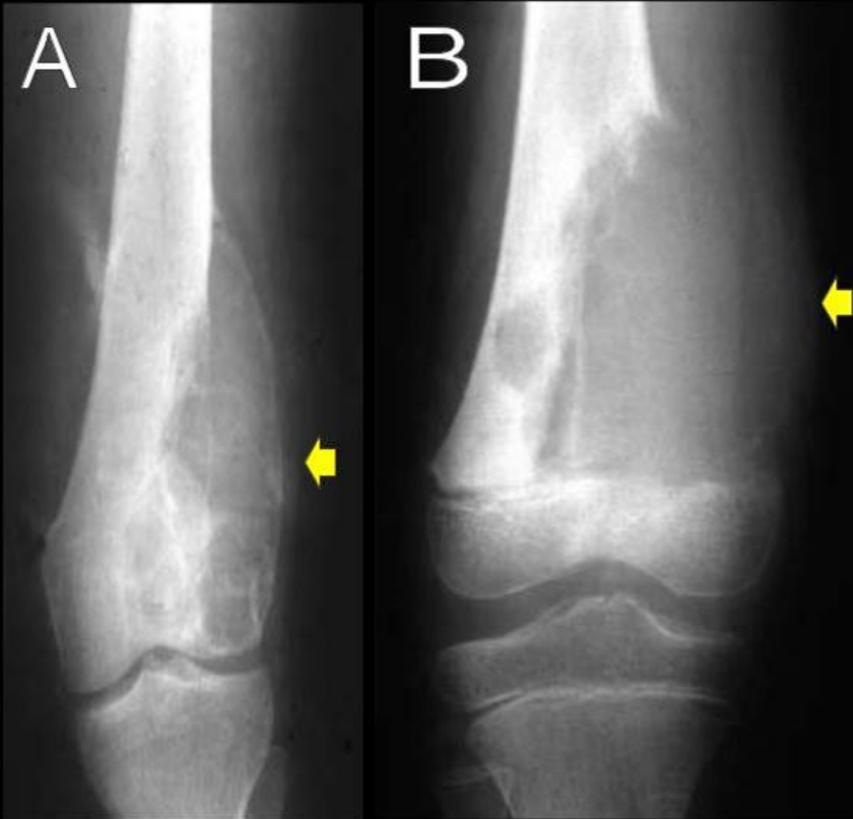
A) Quiste óseo aneurismático. B) Osteosarcoma telangiectásico: ambas radiografías muestran una lesión radiolúcida, expansiva, osteolítica. El osteosarcoma presenta un patrón más agresivo con destrucción cortical.
